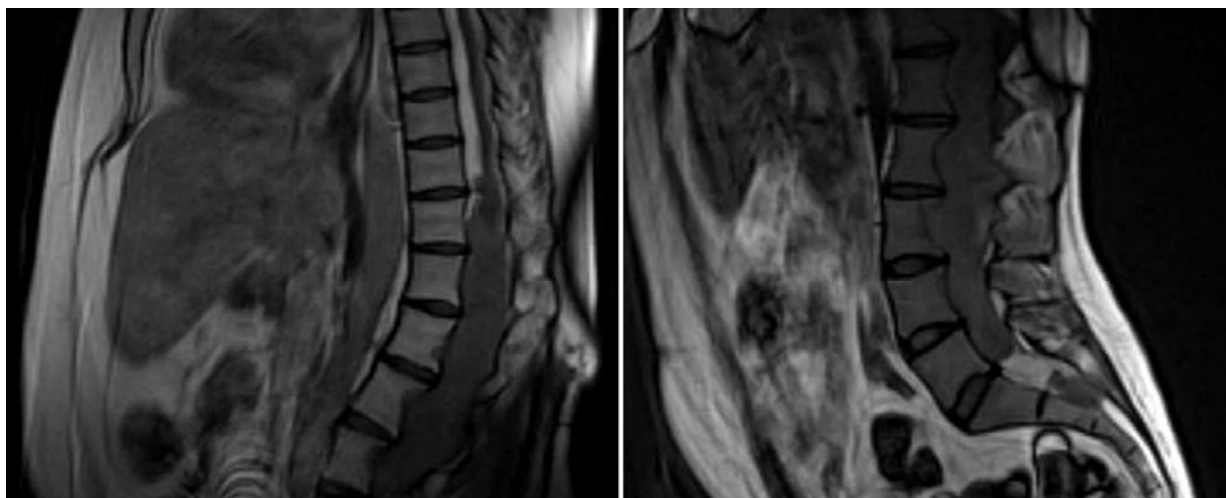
Resonancia Magnética de columna lumbosacra donde se aprecia la lesión tumoral.
